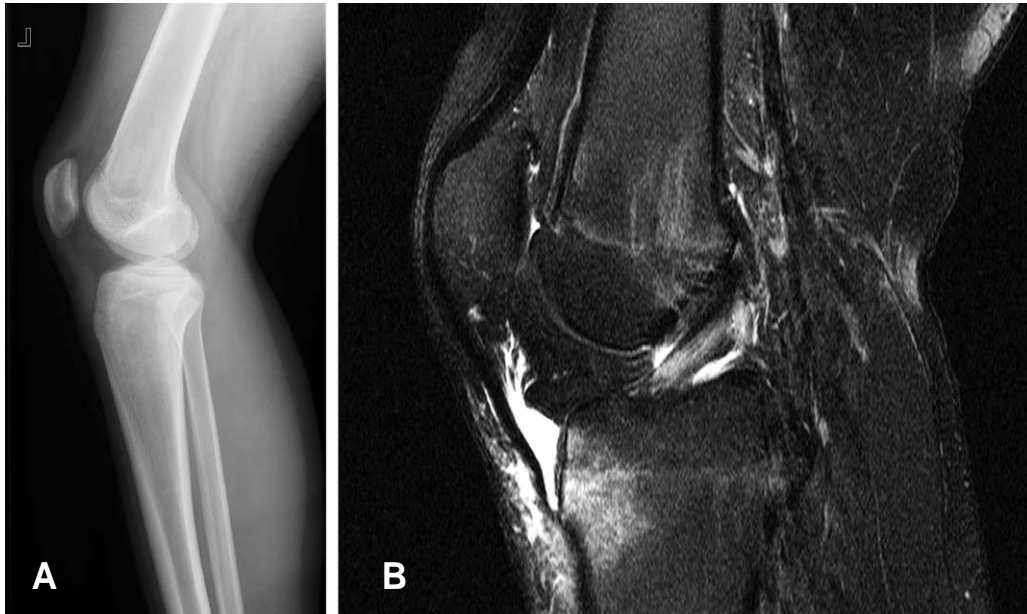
Radiograph and MRI of 16-year-old patient obtained after 1st trauma (A) Lateral radiograph of the left knee shows no bony abnormality. (B) Corresponding T2-weighted sagittal MR image shows bone bruise of the proximal tibia, soft tissue injury of the anterior portion of the patella and edema of the ACL.
